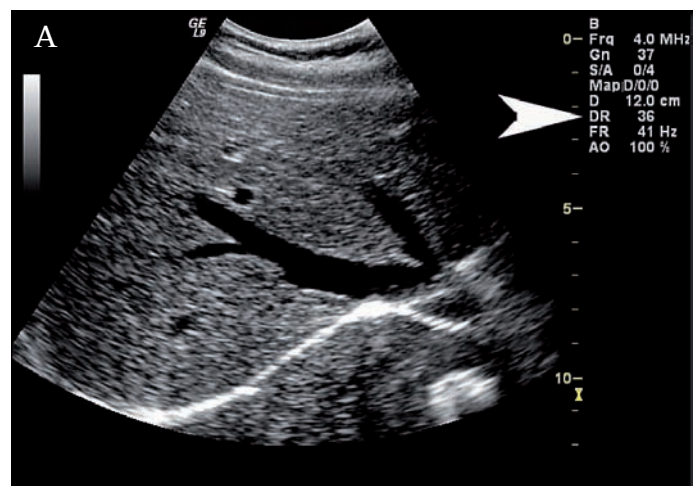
RANGE DINAMICO. I componenti dell'apparecchiatura ecografica (ricevitore, scan converter e monitor) hanno range dinamici diversi l'uno dagli altri. Il trasduttore ed il ricevitore hanno un range dinamico superiore ai 100 dB. Lo scan converter ha un range dinamico molto più limitato di 40-45 dB. Il monitor, a sua volta, ha un range massimo di 20-30 dB.
